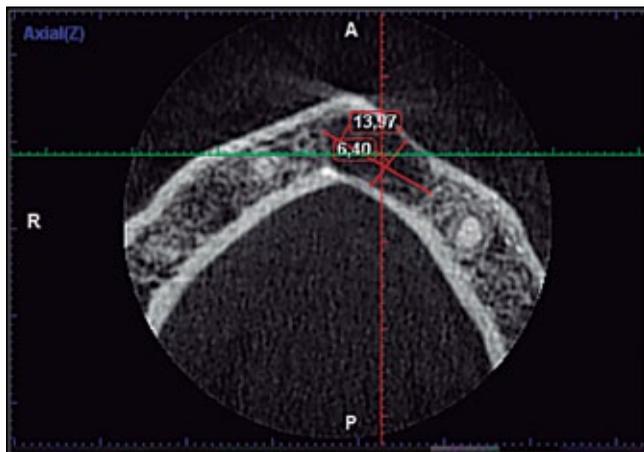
Medidas del proceso en corte axial (CBCT)
